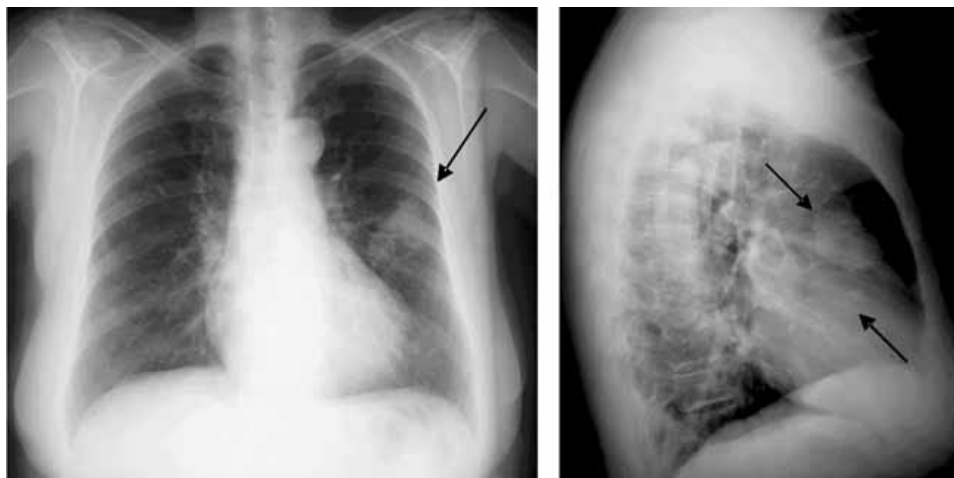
Radiografía de tórax en PA y lateral. que muestra una opacidad redondeada y lobulada localizada en la lingula, así como pequeñas imágenes nodulares en ambos pulmones (Flecha).
